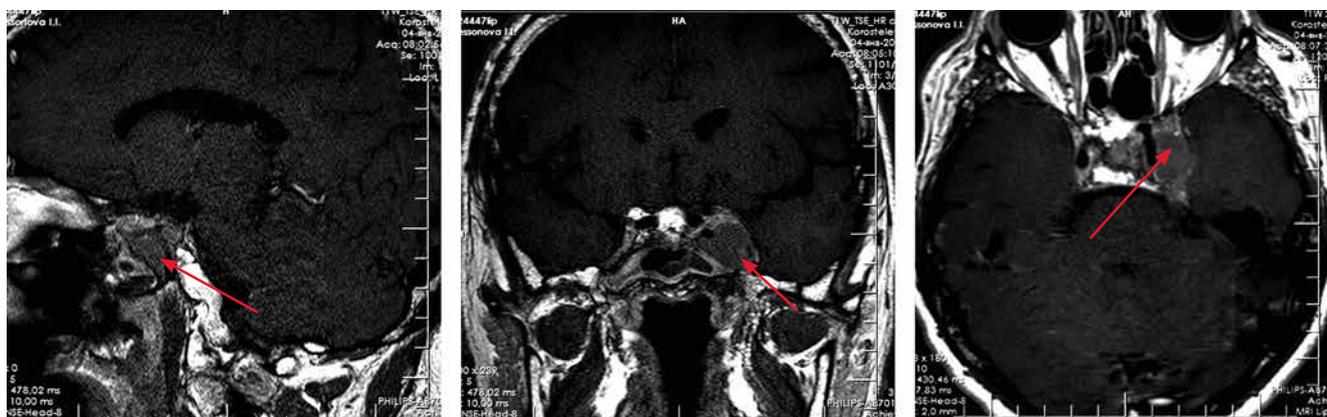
Магнитно-резонансные томограммы пациентки Б. через 5 лет после лучевой терапии. Визуализируется продолженный рост опухоли (стрелки)
